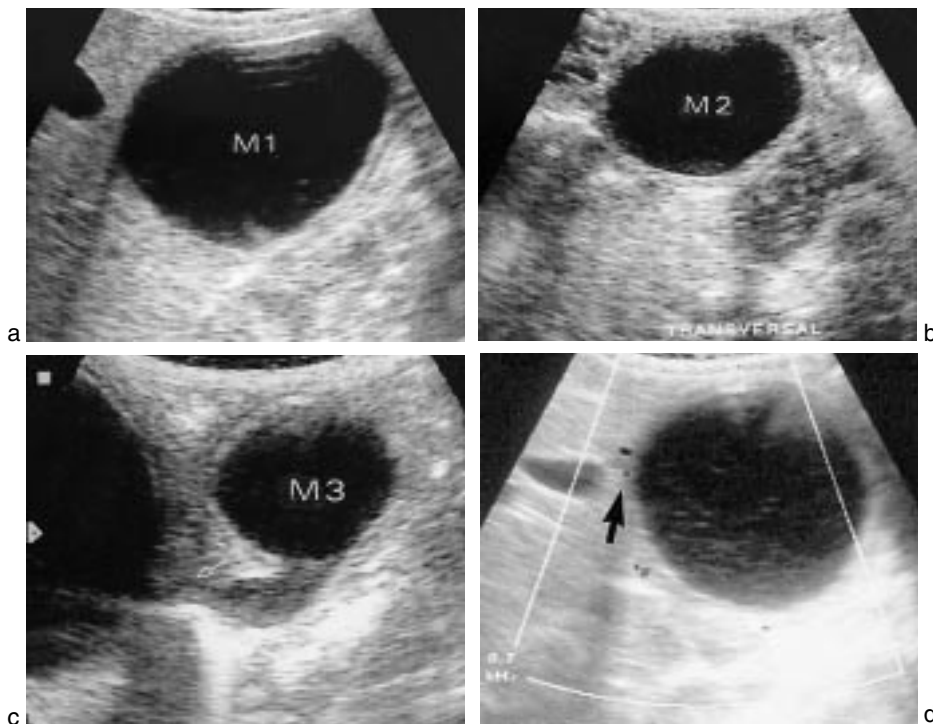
Coupes échographiques longitudinales du flanc droit (a-c) montrant trois formations (M1, M2, M3) d'allure liquidienne contenant de fins échos mobiles et présentant une paroi. La formation la plus basse (M3) présente un aspect en virgule. Échographie Doppler couleur (d) de M1 montrant la vascularisation pariétale (flèche).
